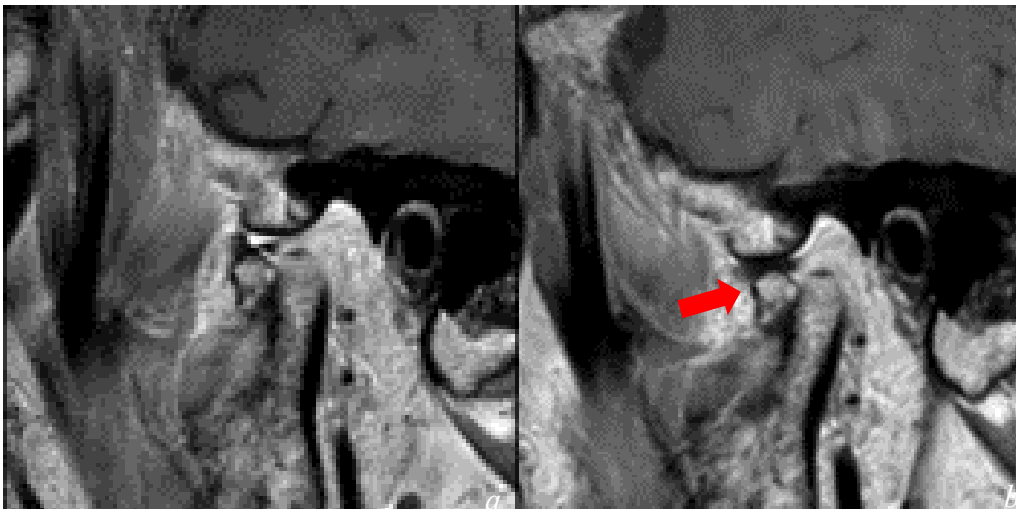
(a, b): Fall 3. MRT-Aufnahme (T1-Wichtung, a: sagittal - protrudiert, b: sagittal - geschlossen) einer Typ-C-Fraktur nach KT. Deutlich sichtbar ist die anterior-mediale Verlagerung des kleinen Fragments, das am M. pterygoideus gestielt ist.
